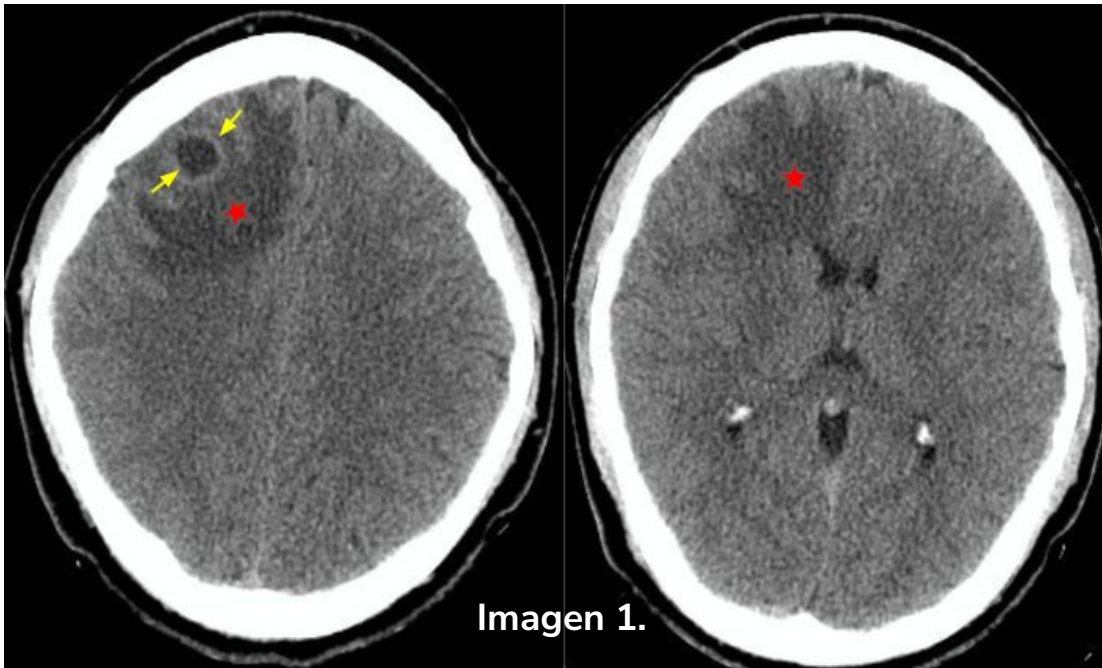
Tomografía computarizada (TC) de cráneo sin administración de contraste intravenoso (CIV).
